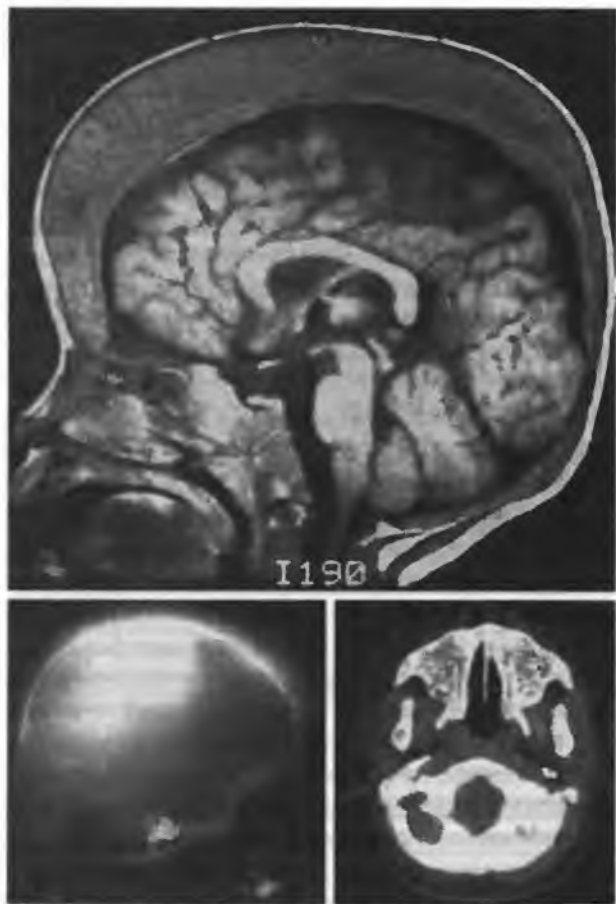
Неэффективный эритропоэз у 3-летнего пациента с большой талассемией, которому не было сделано переливания. На МРТ — массивное расширение диплоических пространств черепа; на обзорном рентгеновском снимке — трабекулы; на КТ — облитерация (заращение) максиллярных синусов гемопоэтической тканью
